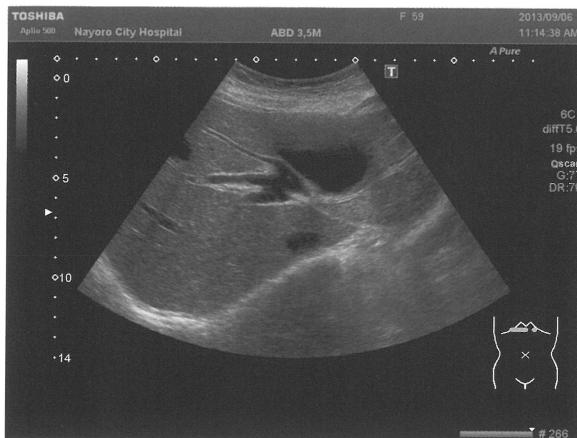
腹部超音波検査 (Bモード：肝右葉～内側区)
